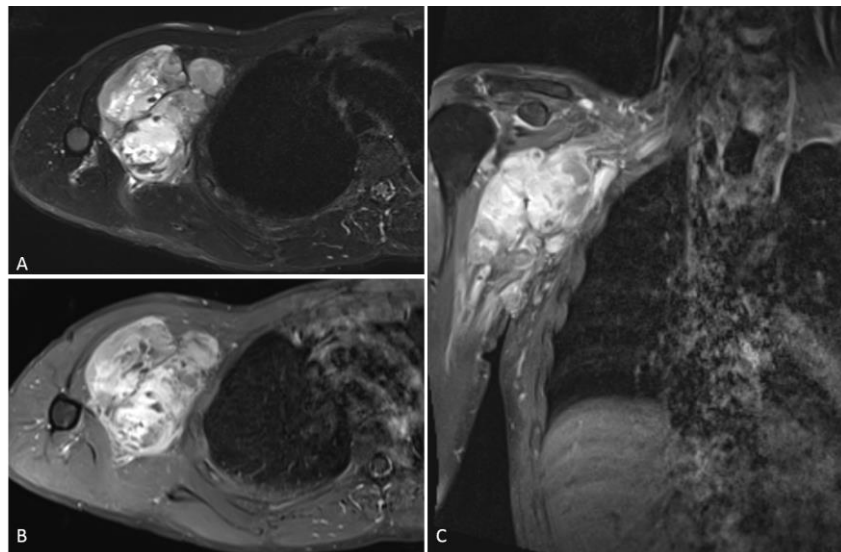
Aspect en IRM d'un synoviosarcome de la ceinture scapulaire: (A) coupe axiale en T2FS, (B) coupe axiale en T1FS, (C) coupe coronale en séquence T2FS. On note l'aspect de "triple sign", en T2 et en T1, traduisant l'existence de composante liquidienne/nécrotique, de portion hémorragique et fibreuse, et de portion tissulaire avec multiples septas. Source: radiologie, Bergonié, Bordeaux (cortoisie Dr Kind).
